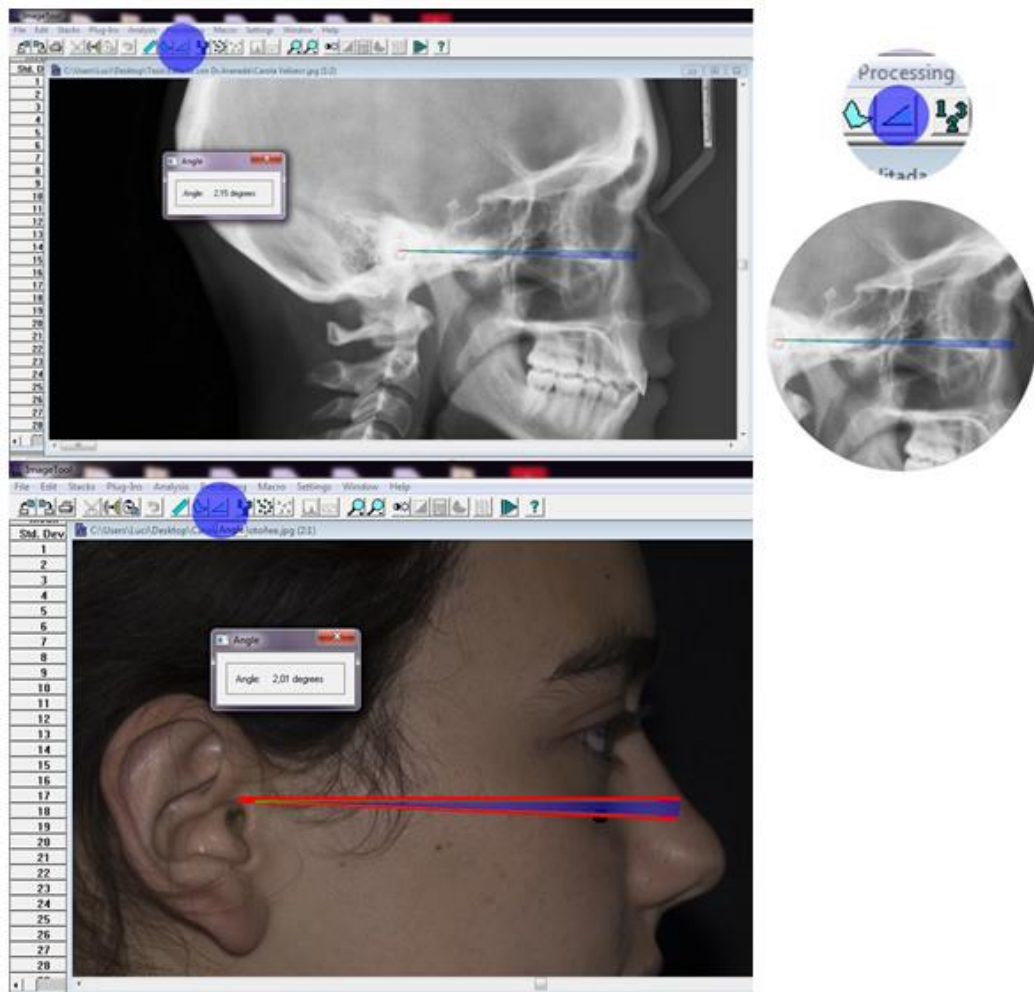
Obtención de ángulos en fotografía y radiografía lateral de cráneo mediante software UTHSCSA ImageTool 3.0 ® (University of Texas Health) en planos previamente trazados. (Fuente propia 2019).
